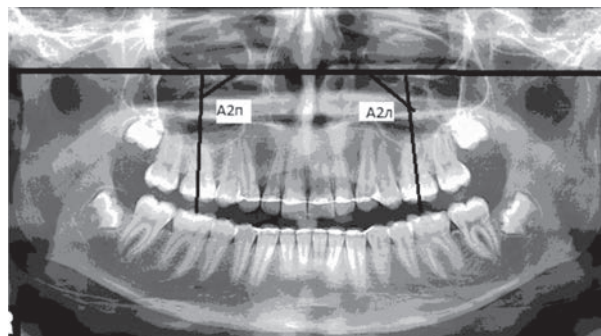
Вимірювання кутів ангуляції правого (A2п) та лівого (A2л) перших постійних молярів верхньої щелепи на ортопантомограмі пацієнта після проведення ортодонтичного лікування.
